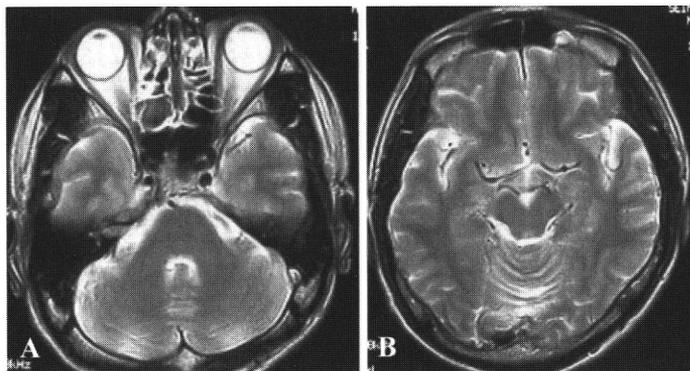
症例5の頭部MRI所見：軽度の篩骨洞炎を認める（A）。前頭洞も大きい（B）。
